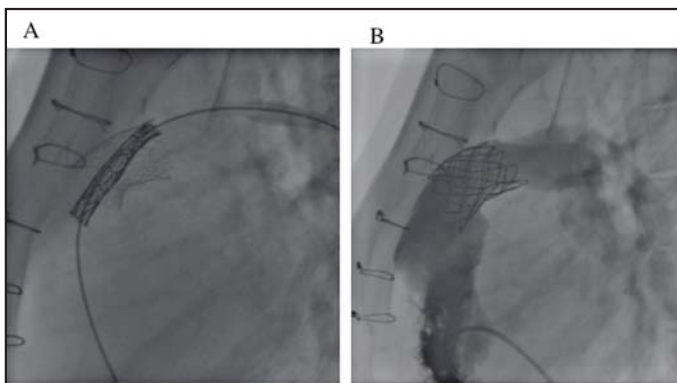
Röntgenologische Darstellung mit lateraler Projektion eines Patienten mit Homograft-Klappenstenose und -insuffizienz. Im linken Bild (A) ist bereits ein Palmaz-Stent[®] über die defekte Klappe in typischer Position montiert. Im Lumen des Stents kommt die noch nicht geöffnete Melody-Klappe[®], auf einem extra starken Führungsdraht geschient, zur Darstellung. Im rechten Bild (B) wird angiographisch der rechtsventrikuläre Ausflusstrakt mit der Melody-Klappe[®] in idealer Position visualisiert: der Durchmesser auf Klappenebene beträgt 22 mm.
